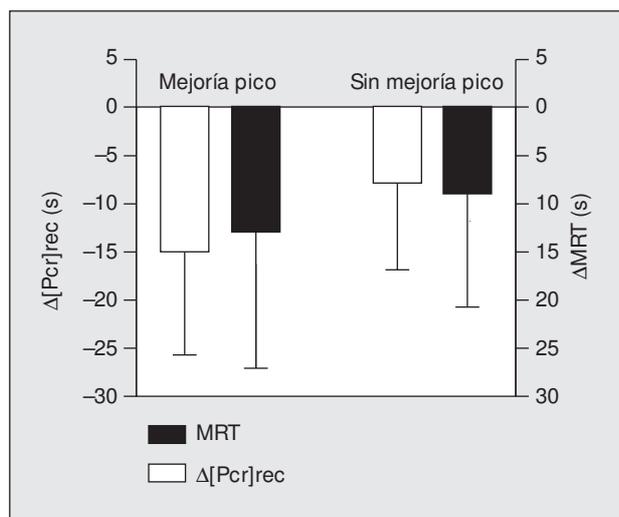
Comparación de los efectos del entrenamiento físico en el músculo periférico entre pacientes con EPOC que aumentaron el VO_2 y la VE pico con el entrenamiento (mejoría pico, $n = 11$) y pacientes que no experimentaron cambios en el ejercicio pico (sin mejoría pico, $n = 9$). Los resultados corresponden a diferencias post y preentrenamiento en: a) el tiempo medio de recuperación de fosfocreatina ($\Delta[\text{Pcr}]_{\text{rec}}$) obtenida mediante $^3\text{P-NMRS}$, y b) constante de tiempo de la cinética de VO_2 durante un ejercicio de intensidad moderada a carga constante (ΔMRT)⁶⁰. La figura indica la mejoría en el músculo periférico, que fue similar en ambos grupos a pesar de la diferencia de comportamiento en el ejercicio pico.
